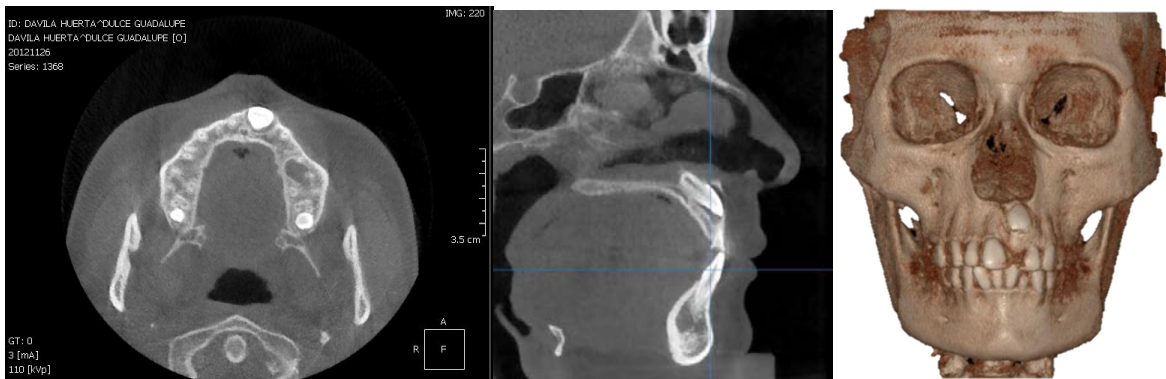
Tomografía de Incisivo Central Superior Retenido.
